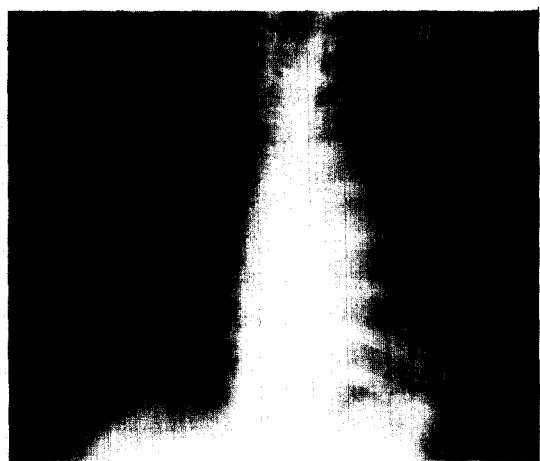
Chest radiograph after medical therapy for 2 weeks shows cleared bilateral haziness.
